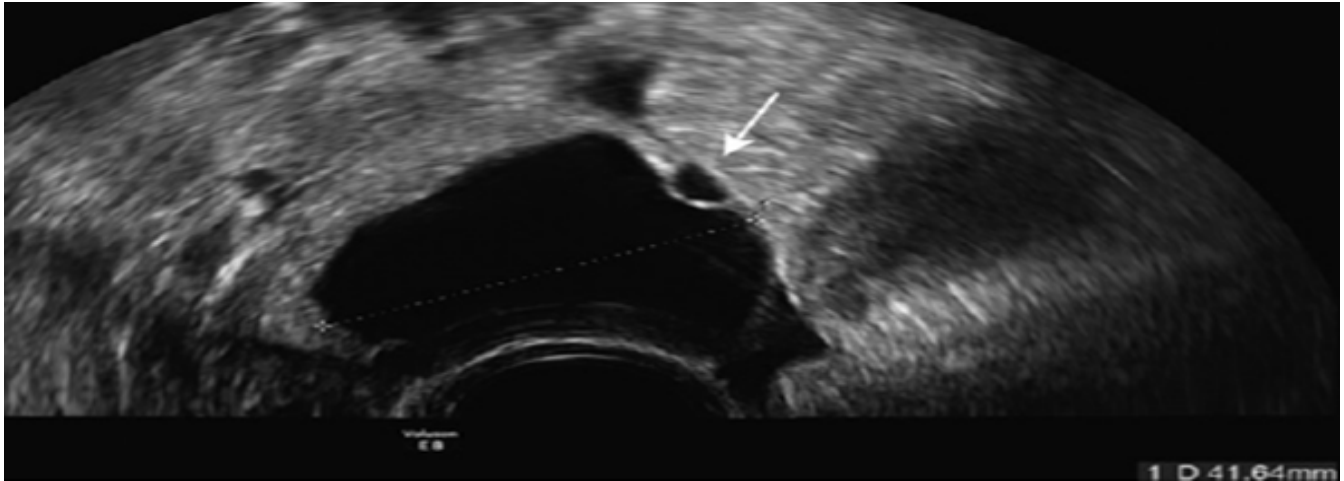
Kyste folliculaire simple en échographie (voie endovaginale). Coupe échographique retrouvant une formation kystique liquidienne pure mesurant plus de 3 cm, et donc en rapport avec un kyste folliculaire et présentant un décollement de pont de granulosa (flèche). (36)
